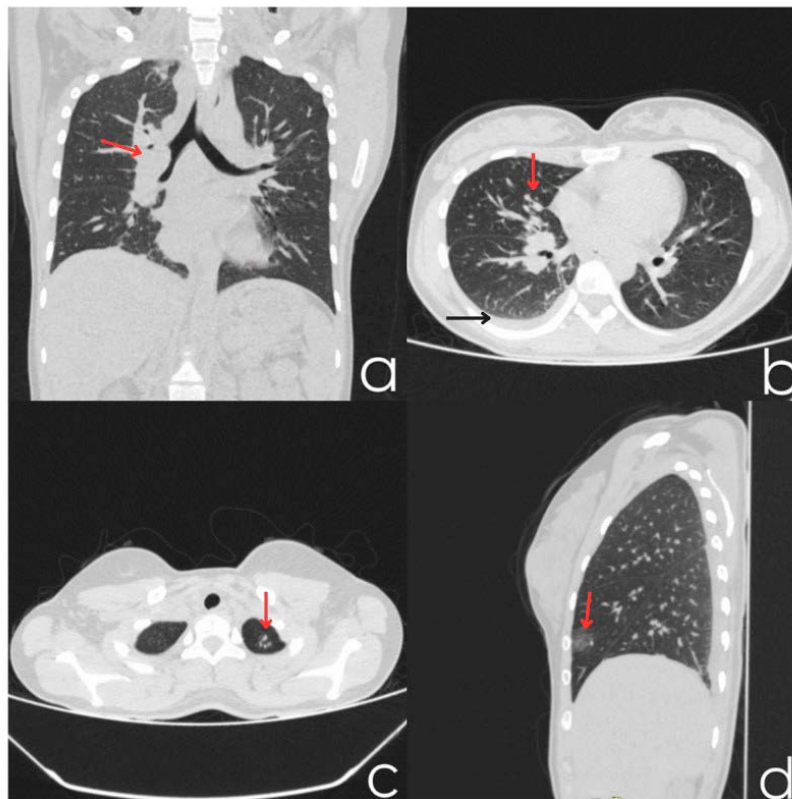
Hallazgos de la tomografía computarizada Se observa una lesión mediastínica e hilar derecha que reduce el calibre bronquial ipsilateral (a, flecha roja). Se identificaron opacidades centrilobulillares en múltiples segmentos pulmonares (a, b, c; flecha roja), junto con un leve derrame pleural derecho (b, flecha negra). Además, se observó una opacidad subsólida en el lóbulo medio (d, flecha roja).
